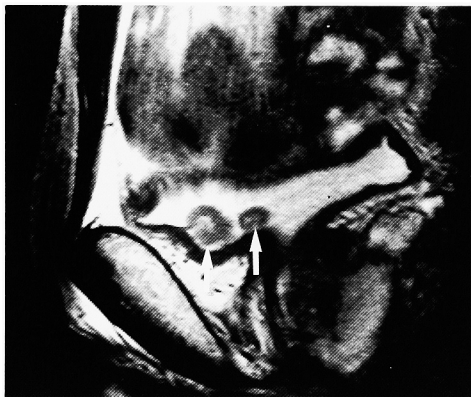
Sagittal T2-weighted image in patient with stage Ta tumors (arrows). The bladder is not sufficiently distended.
